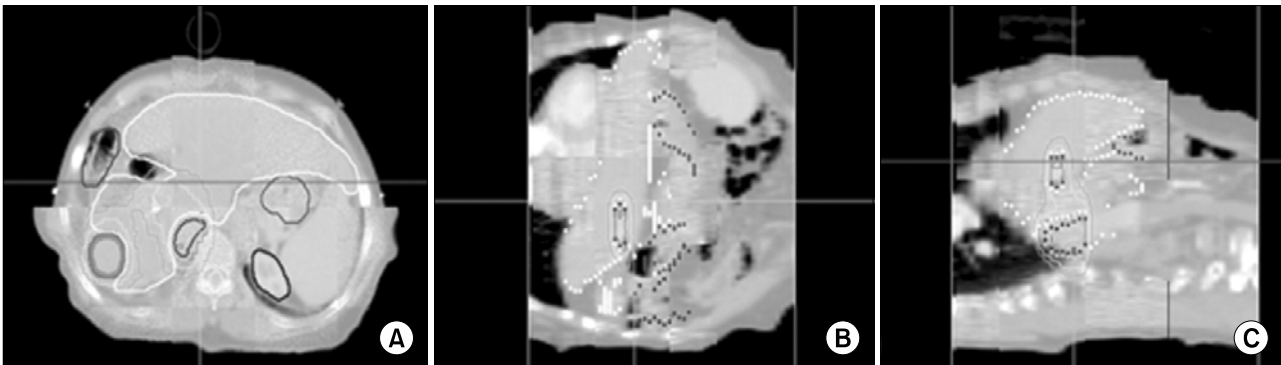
Transverse tomographic image (A), Coronal tomographic image (B), Sagittal tomographic image (C).
